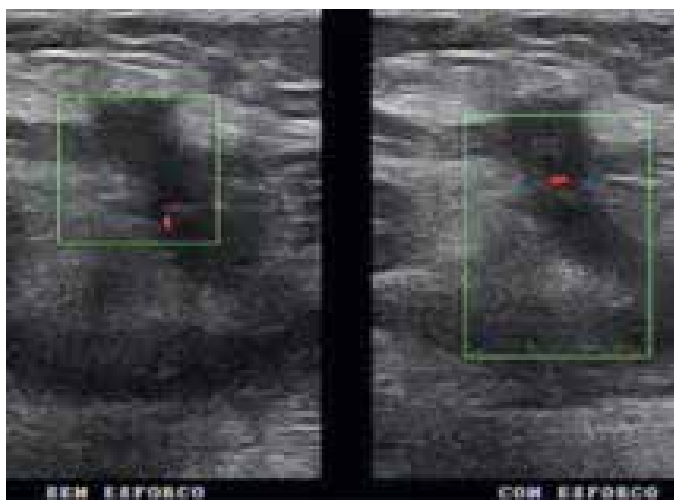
ultrassonografia demonstra falha na aponeurose transversa entre os músculos reto abdominal direito e transverso – linha semilunar, medindo 1,0 x 0,7 cm, com herniação do conteúdo intestinal, associado a pouca mobilidade com a realização da manobra de Valsalva e com fluxo vascular presente ao estudo com Doppler, caracterizando hérnia de Spiegel.
